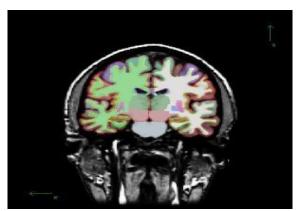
Imagen médica de la morfología cerebral a partir de una resonancia magnética estructural
